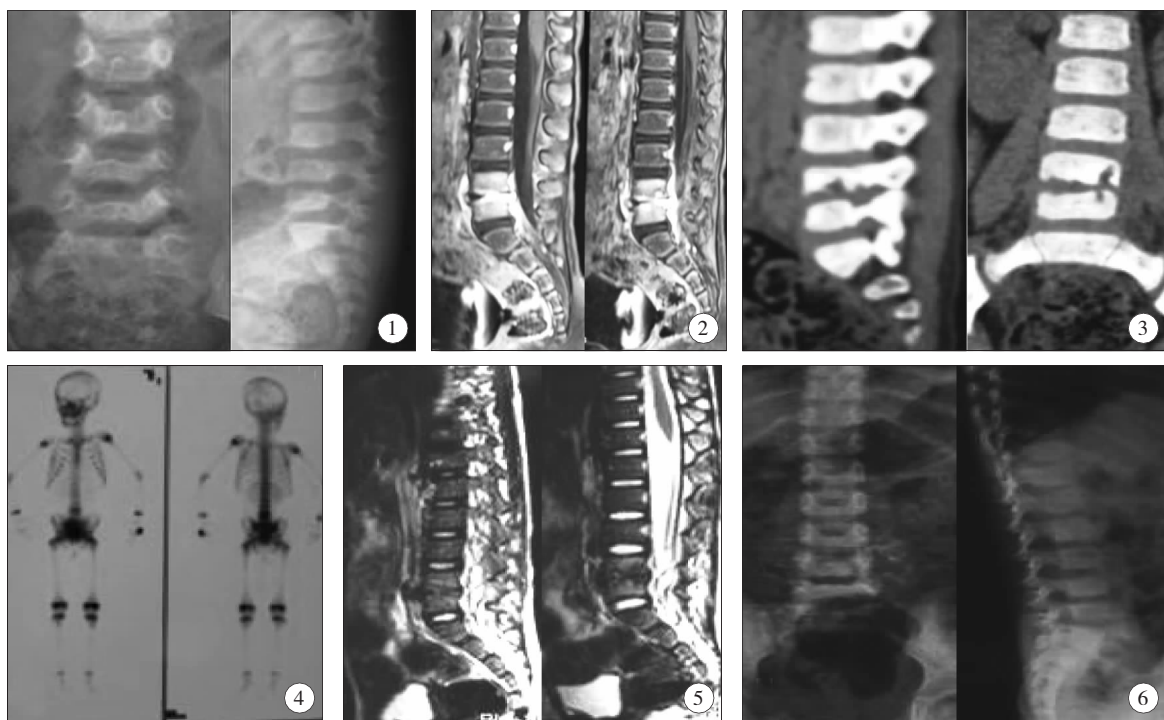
腰椎正侧位片  $L_4$ 、 $L_5$  椎间隙变窄; 图 2 腰椎 MRI T2 加权像呈对称带状高信号; 图 3 腰椎 CT  $L_4$ 、 $L_5$  椎体虫蚀样破坏, 周围软组织肿胀; 图 4 全身骨成像  $L_4$ 、 $L_5$  椎体摄取量增加; 图 5 抗炎 2 周后腰椎 MRI  $L_4$ 、 $L_5$  椎间盘及临近椎体破坏、异常强化信号消失; 图 6 半年后复查 X 线片:  $L_4$ 、 $L_5$  椎间隙变窄,  $L_4$ 、 $L_5$  椎体无融合。
